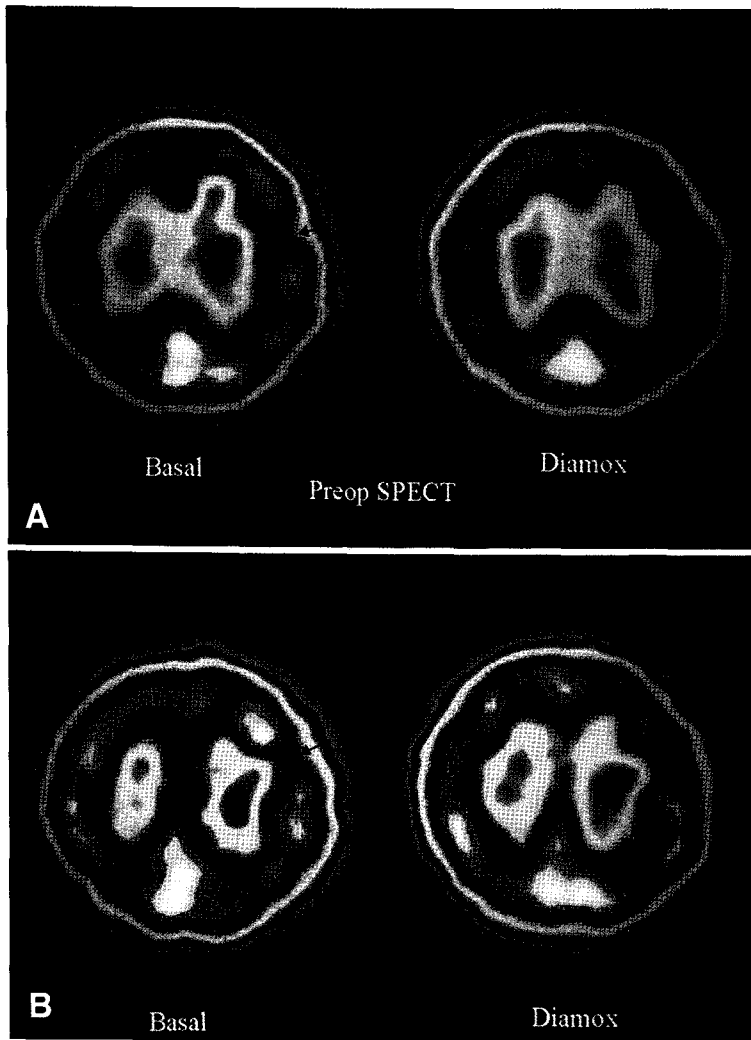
(A) In pre-operative SPECT of a patient (case 2), there is a perfusion defect in the left frontal area (left, black arrow). The perfusion defect vanished after acetazolamide infusion(right). (B) Post-operative SPECT shows similar finding.
